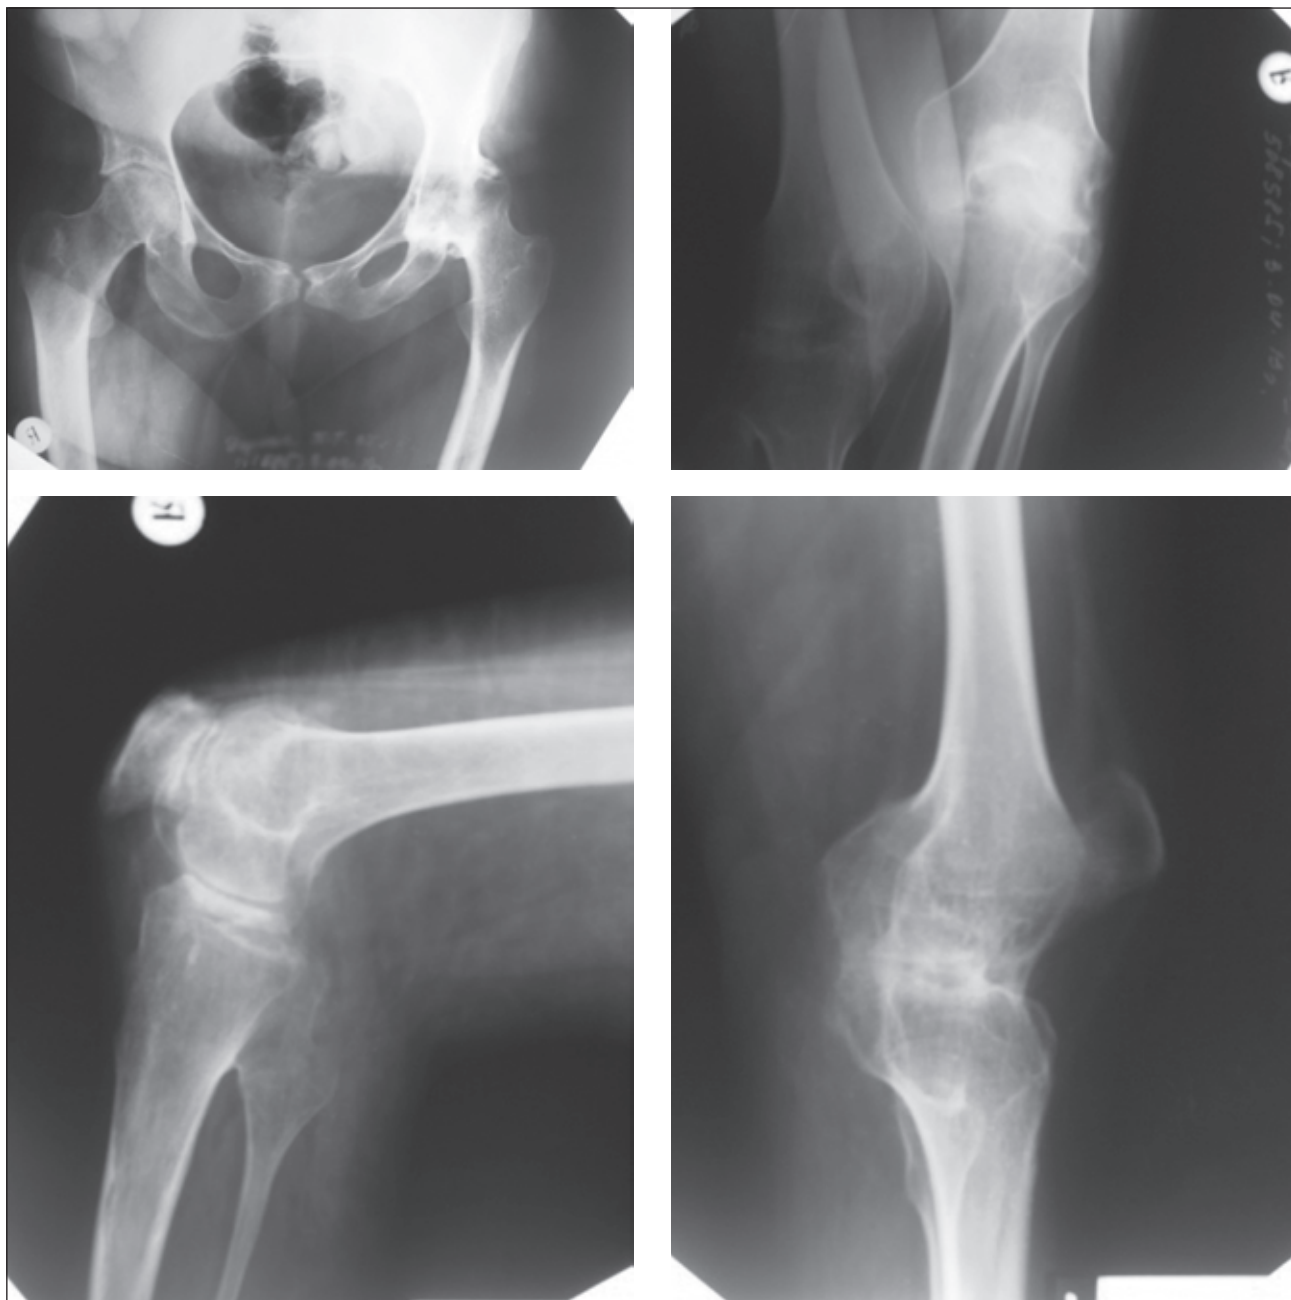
Рентгенограми хворого до операції
